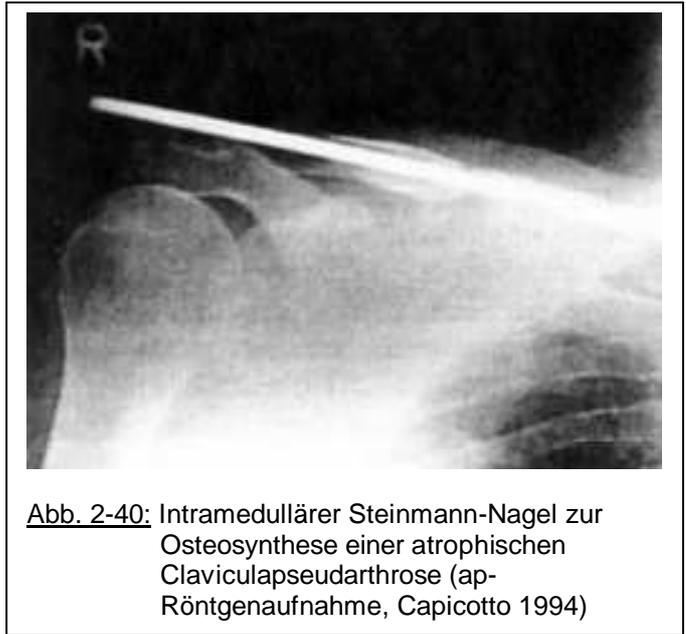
Intramedullärer Steinmann-Nagel zur Osteosynthese einer atrophischen Claviculapseudarthrose (ap-Röntgenaufnahme, Capicotto 1994)
